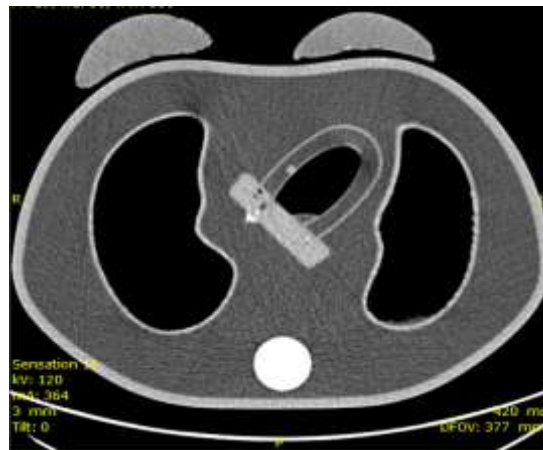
Tomografia Computadorizada do simulador antropomórfico
